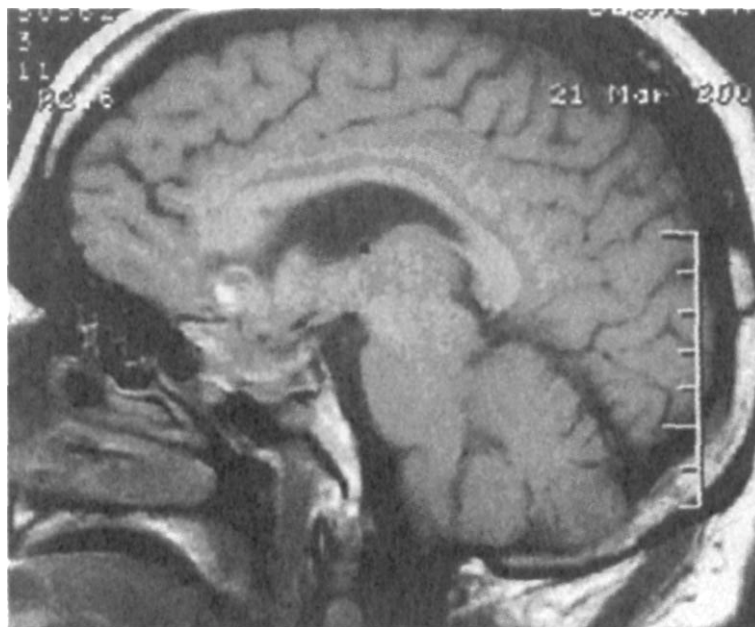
МР-томограмма пациента через 6 месяцев лечения ДОСТИНЕКСОМ.
